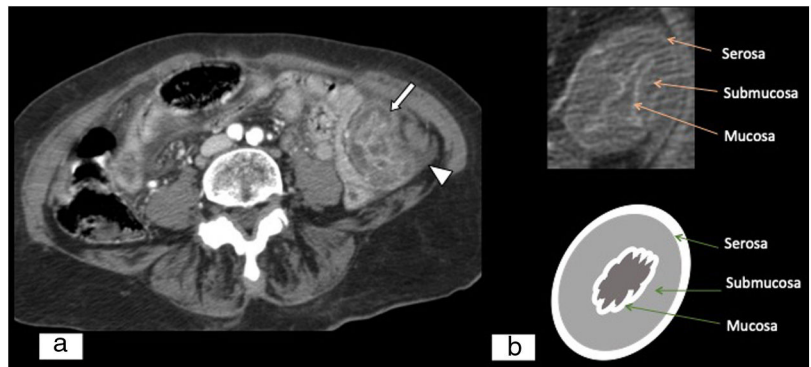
Edema de la pared intestinal por trombosis venosa. A) Tomografía computarizada abdominopélvica, plano axial, con contraste intravenoso yodado en fase arterial tardía/portal precoz. Engrosamiento concéntrico de la pared intestinal a expensas de la submucosa por edema de esta. Hiperrealce de la mucosa y la serosa con hipodensidad de la submucosa (signo de la diana) (flecha blanca) y líquido libre asociado (punta de flecha blanca). B) Imagen esquemática del signo de la diana.
